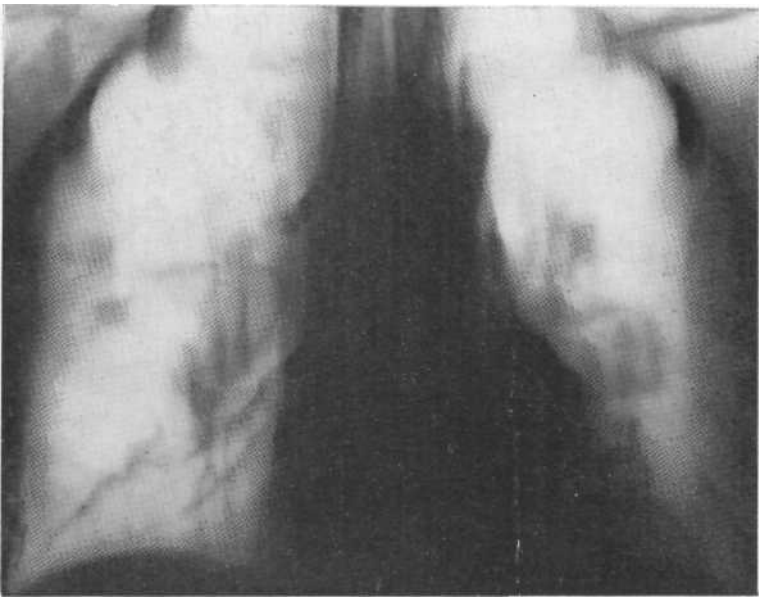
Томограмма. Лимфосаркома. Двусторонняя аденопатия, немногочисленные очаговые тени в легких. Медиастинобиопсия.
